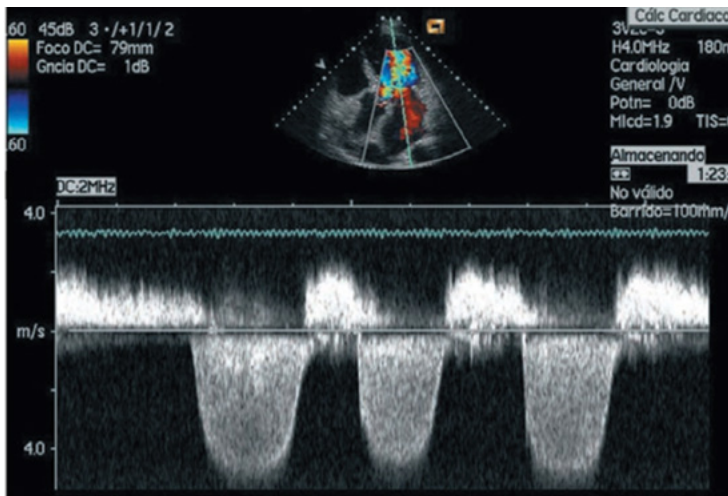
Doppler continuo IM holosistólico.
